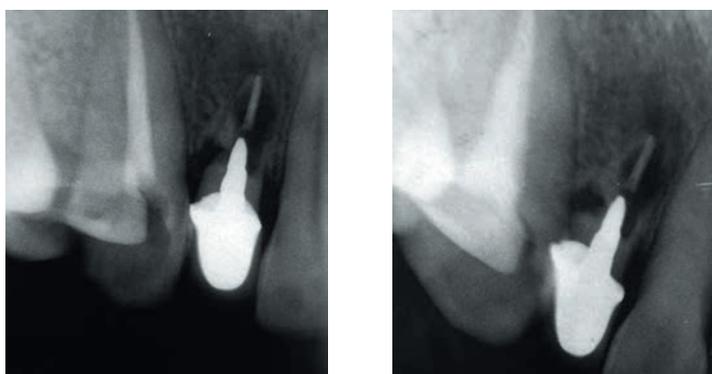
Рентгенограмма зуба 2.2 пациентки Б. через один год наблюдения
